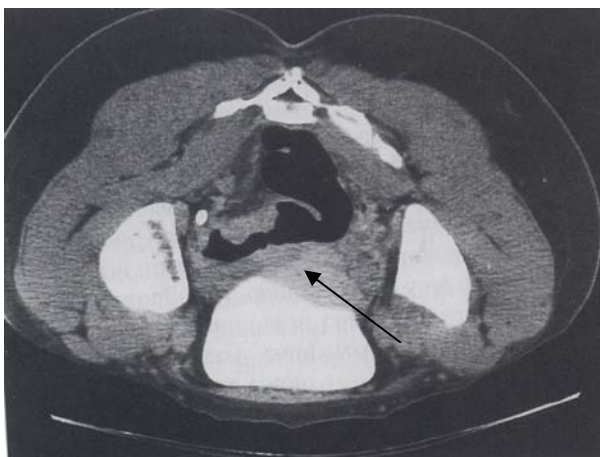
Компьютерная томография органов малого таза. Стрелкой указано место возможного прорастания опухоли в мочевой пузырь.
